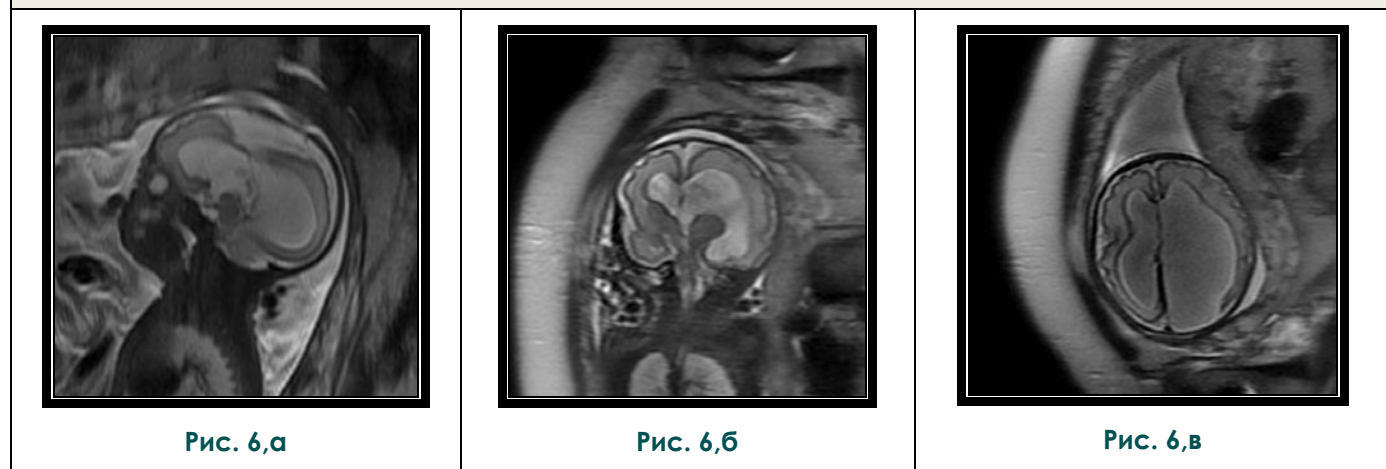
МРТ плода. T2-ВИ в сагиттальной (а), корональной (б) и аксиальной (в) плоскости. Беременность 29Н. Агенезия мозолистого тела. Межполушарная киста парамедианно справа. Асимметрическая гидроцефалия.
